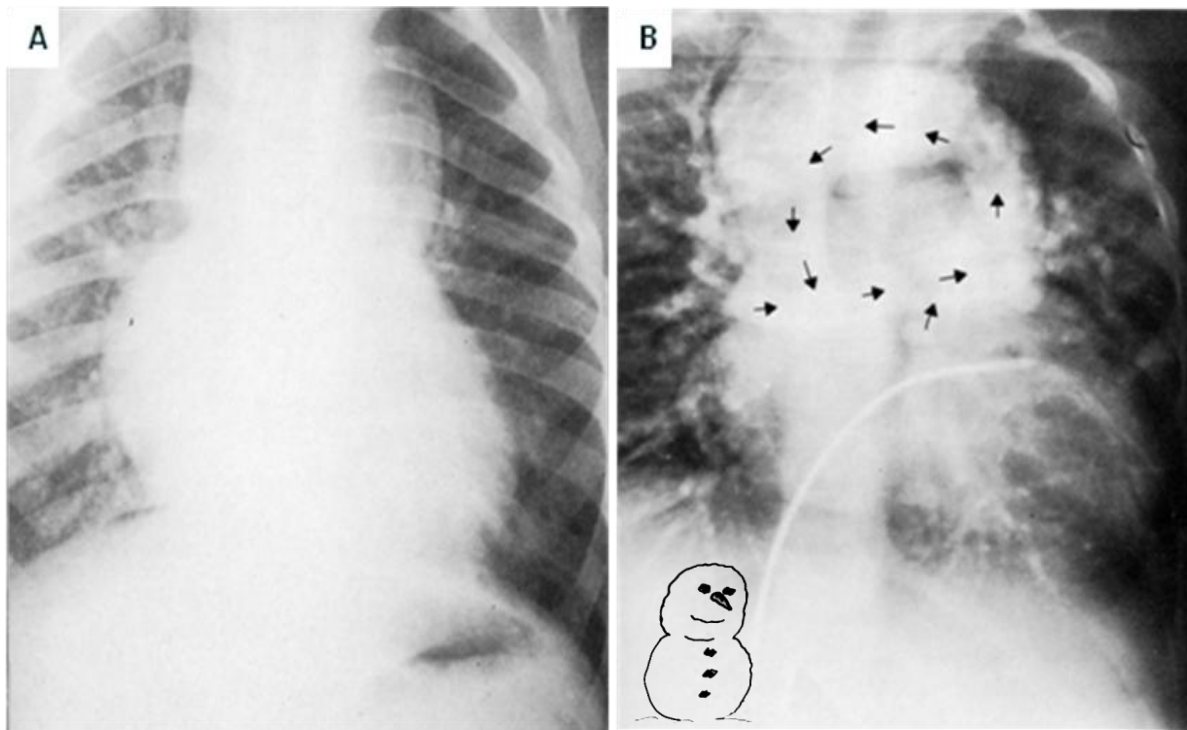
88. A. Radiografía frontal de tórax, paciente con retorno venoso pulmonar anómalo total tipo 1, el corazón tiene forma de muñeco de nieve o de “8” por el crecimiento auriculoventricular derecho y el ensanchamiento del mediastino superior por la vena anómala invertida en forma de “U”, la vascularidad pulmonar esta aumentada y la vena pulmonar principal derecha se suma al contorno cardiaco derecho. B. Angiocardiograma que demuestra como las venas pulmonares drenan a la vena anómala (flechas) y de ahí a la vena cava superior.
